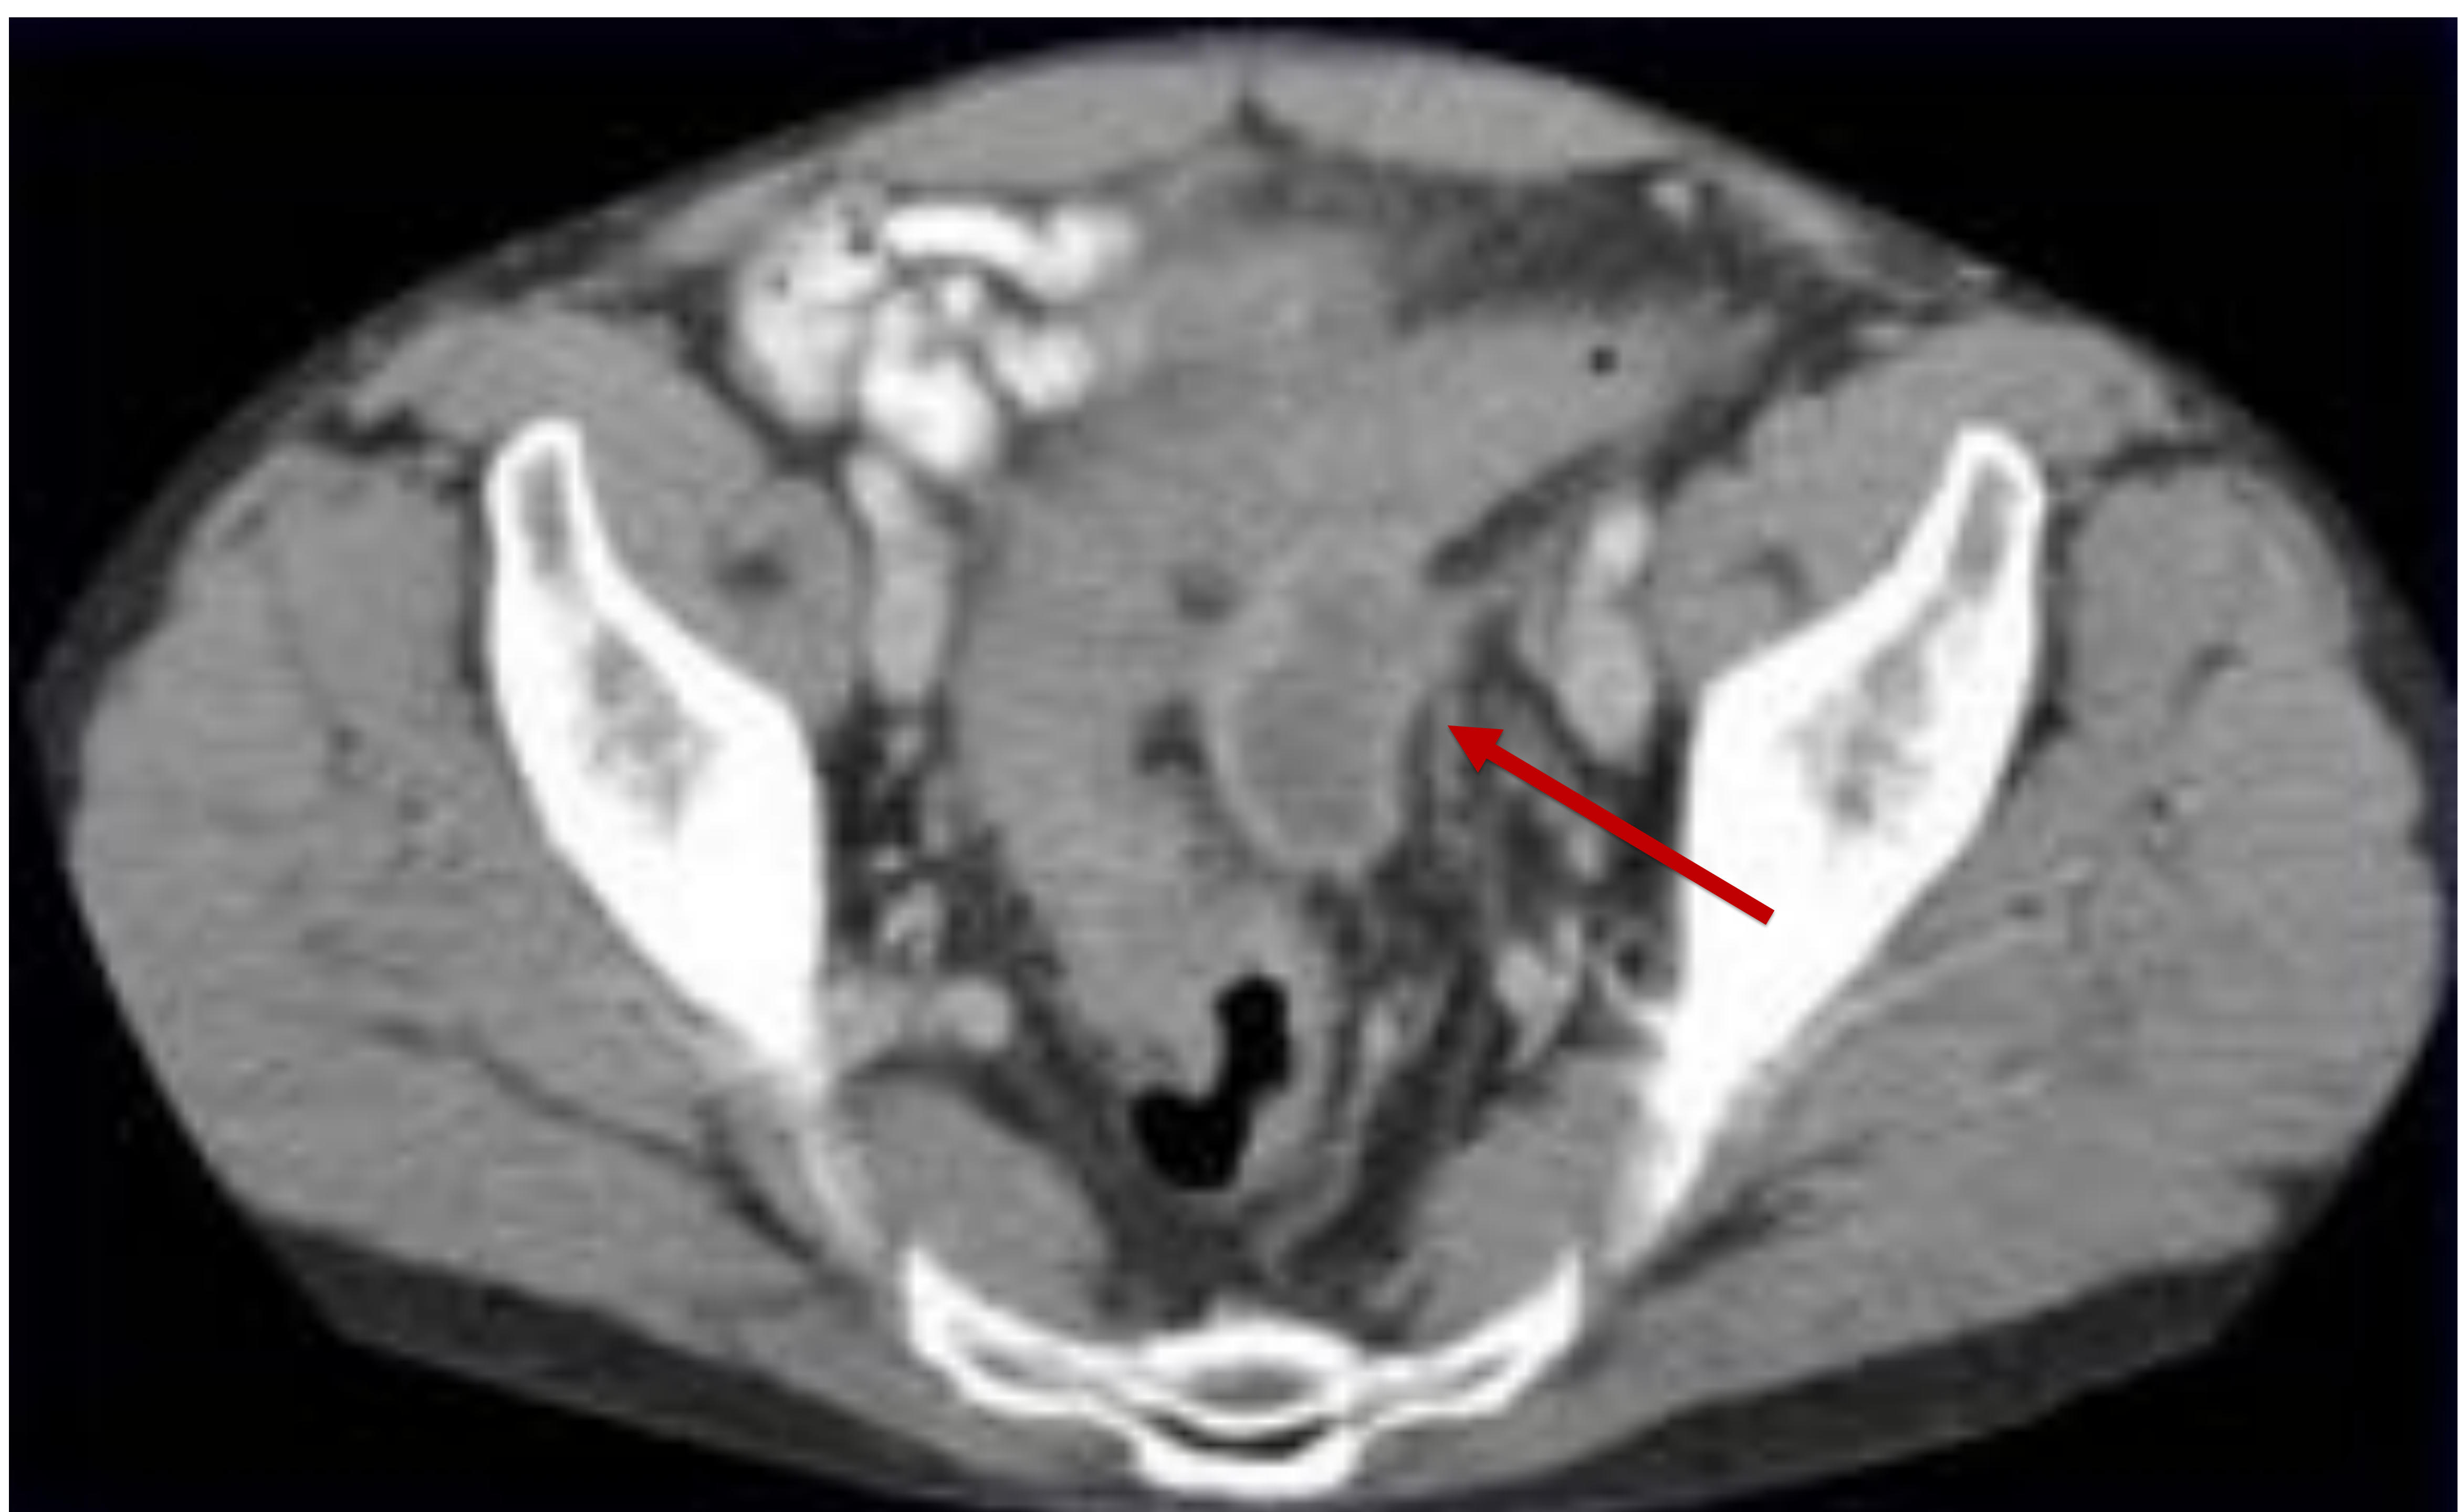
TC abdominal con CIV de otro paciente donde objetivamos engrosamiento de la pared de un segmento alargado de sigma, con cambios inflamatorios en el tejido adiposo y formación de un absceso (flecha roja).
